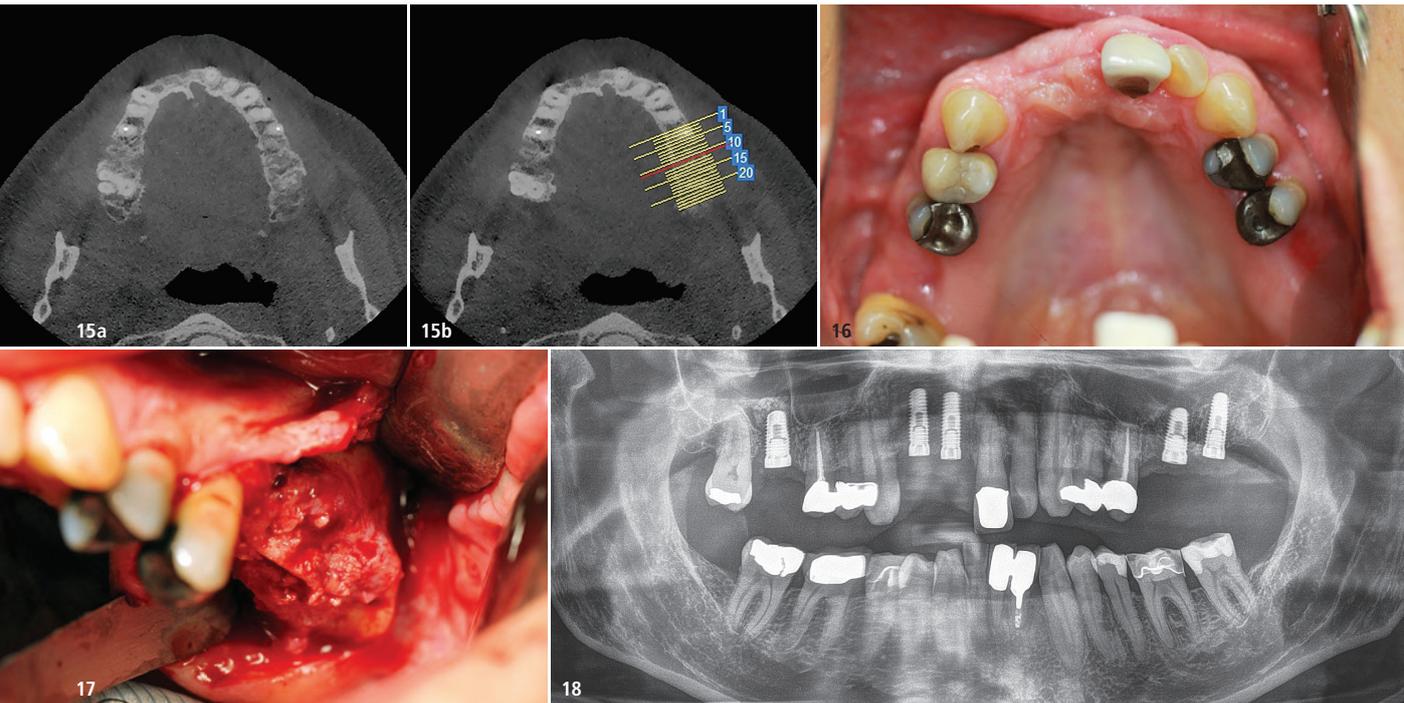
DVT-Scans nach viermonatiger Genesung. Im Falle von stypro® (a) ist eine erhöhte Knochenresorption und bei CERASORB®-Foam (b) eine gute Knochenpreservation zu beobachten. – Abb. 16: Klinische Situation bei der Nachuntersuchung nach vier Monaten. – Abb. 17: Knochenbildung nach Elevation des Mukoperiostlappens sichtbar. – Abb. 18: Kontrollröntgenaufnahme nach der Operation.
